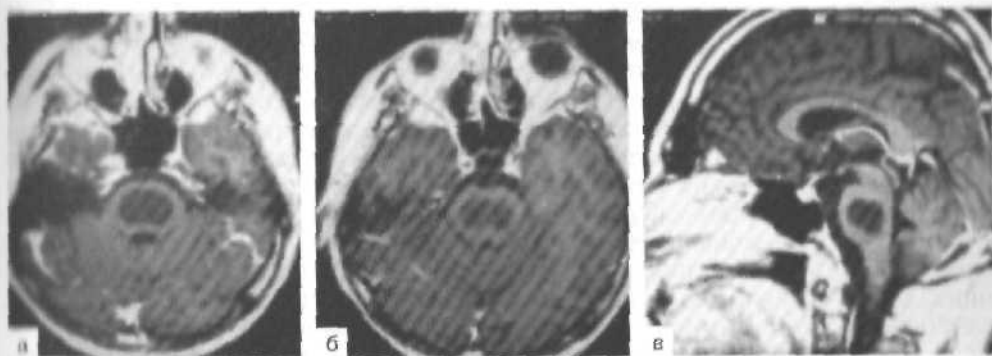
Центральный понтинный миелинолиз. МРТ (T_1 -режим), зона понижения сигнала с четкими ровными границами в центральных отделах моста, что соответствует демиелинизации. Проявления болезни имитировали диффузно-растущую злокачественную опухоль моста.
